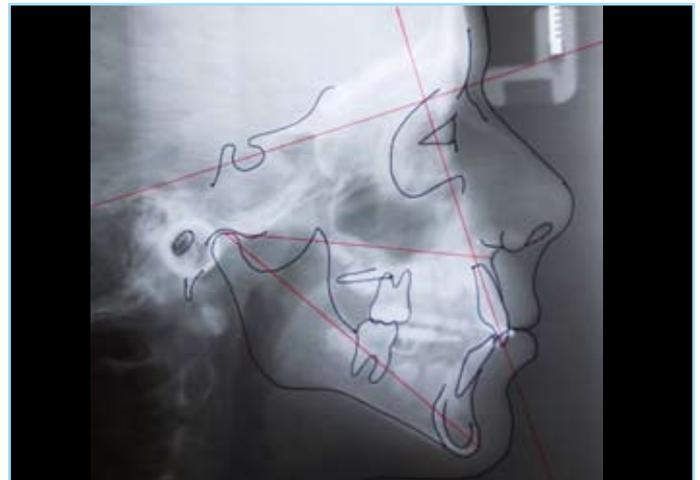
Teleradiografia dopo nove mesi
